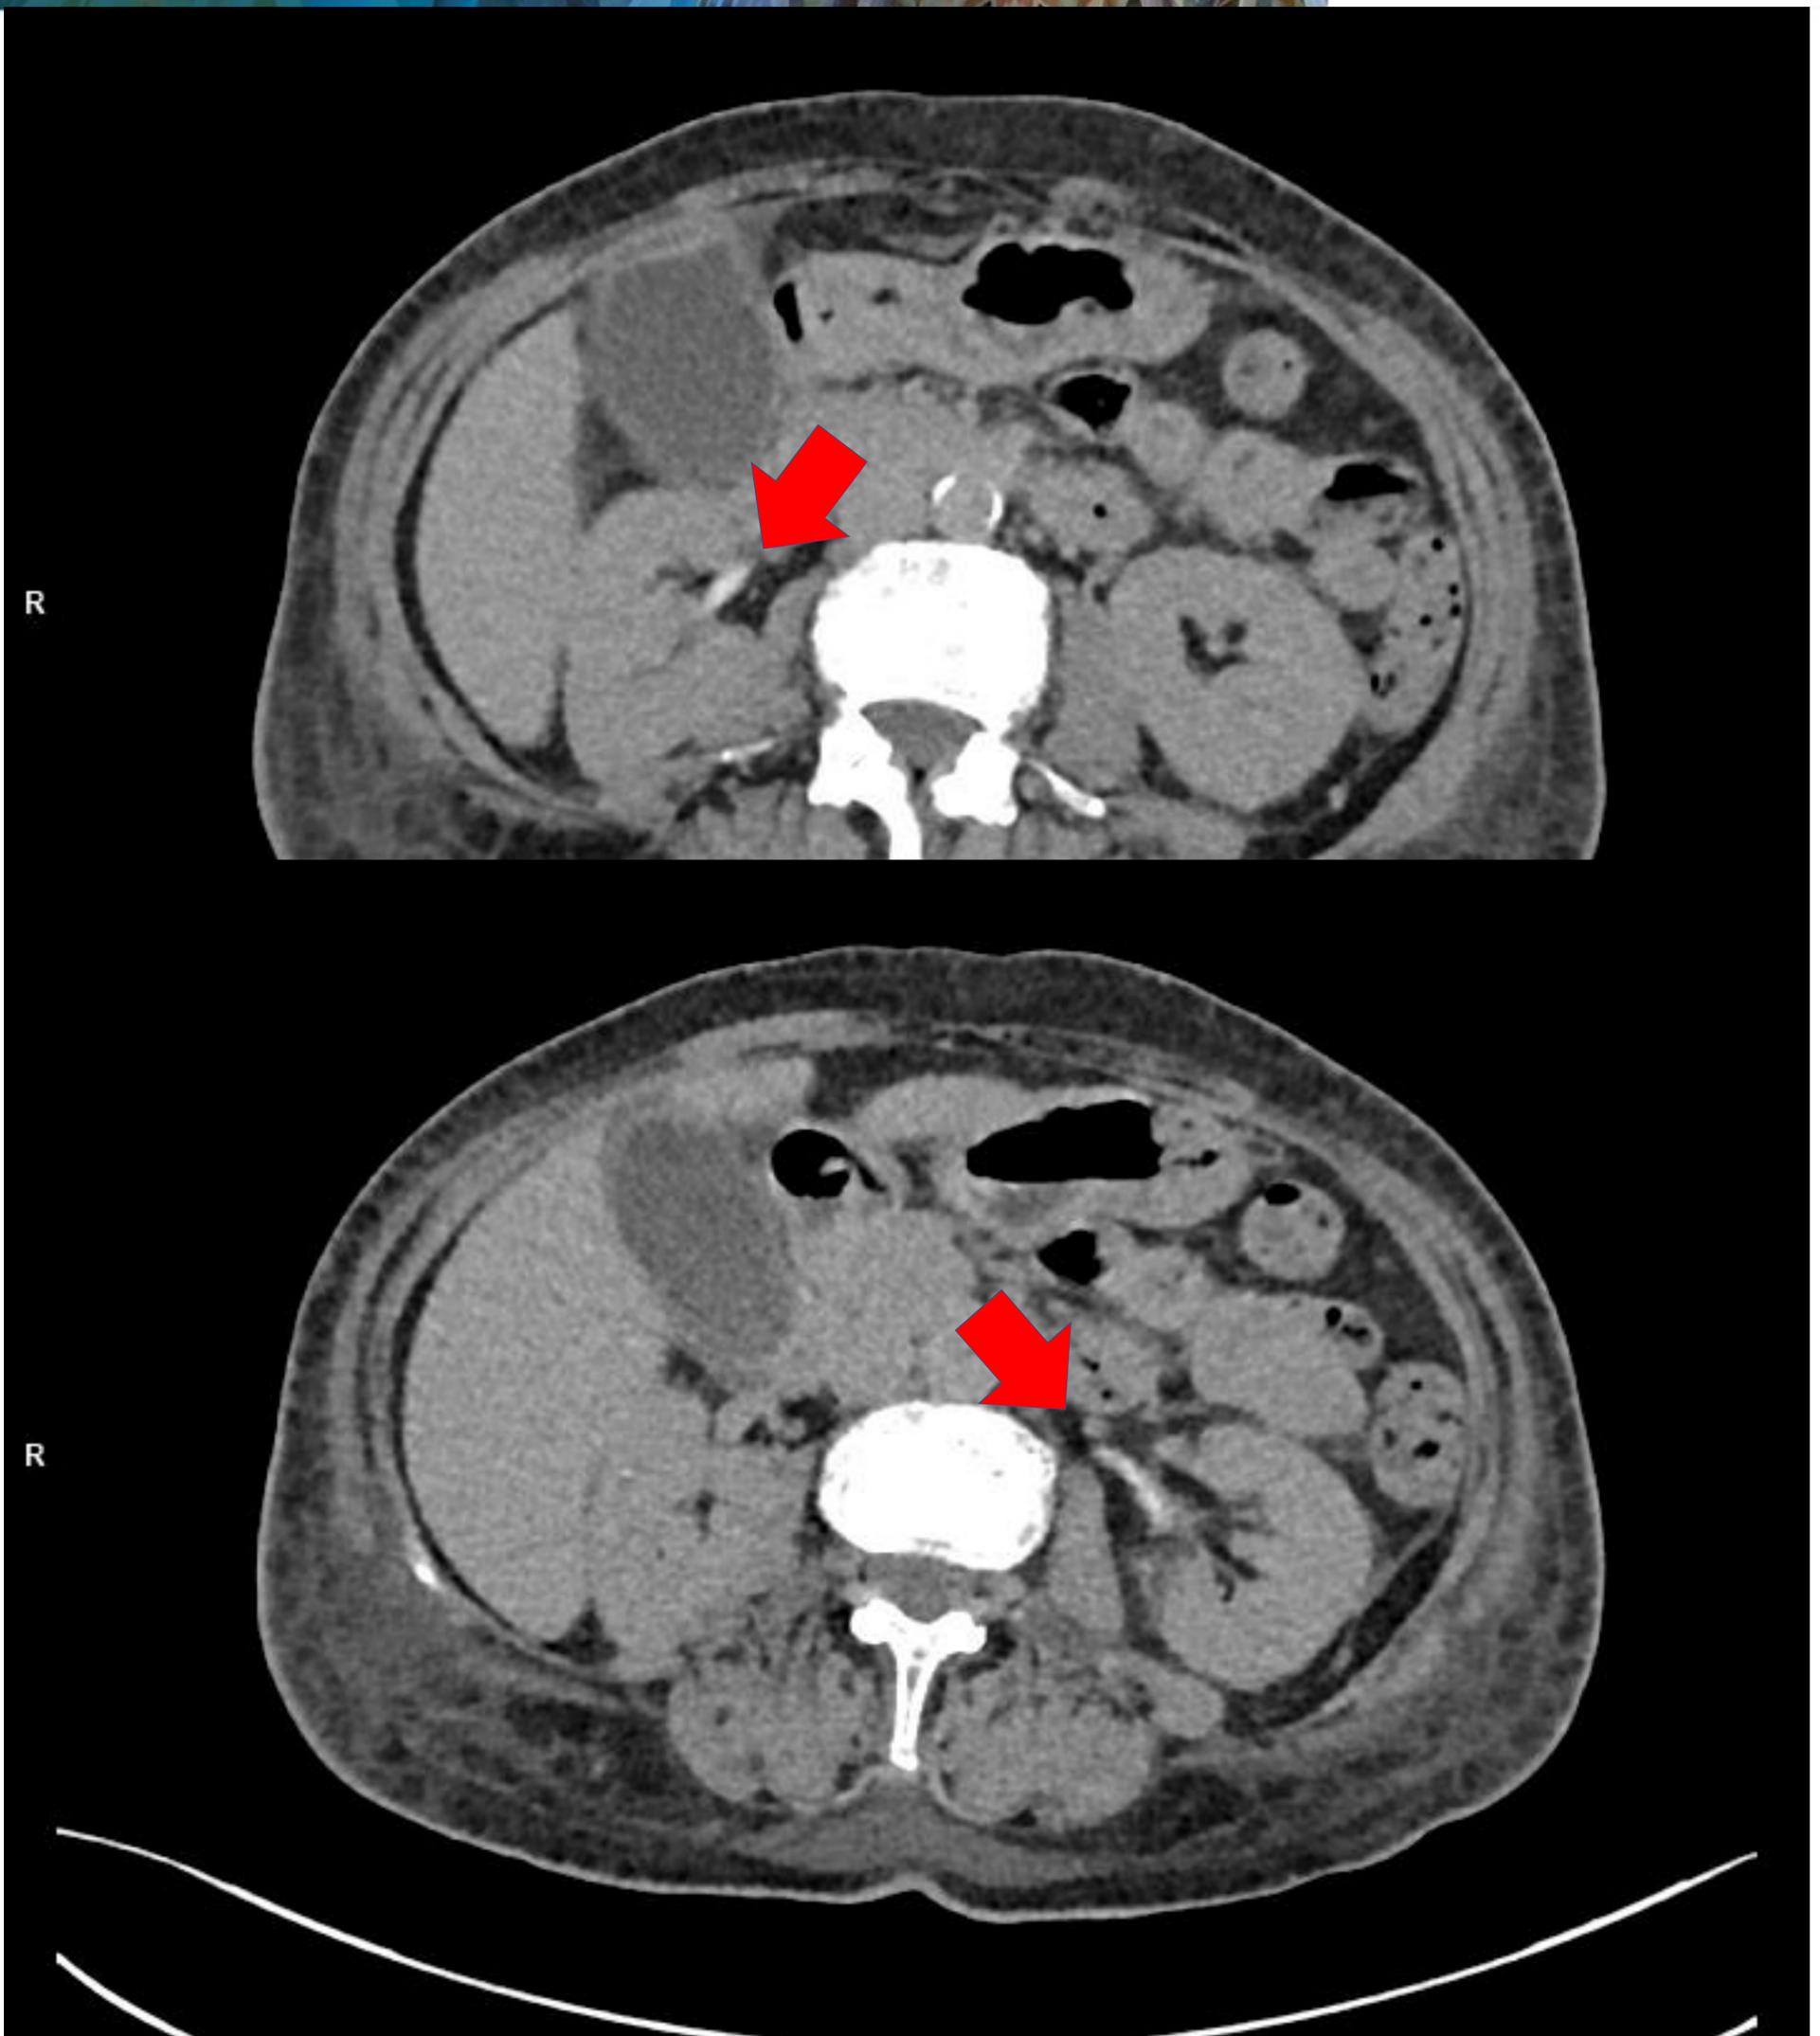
(TC basal sin contraste en cortes axiales). Ambas arterias renales (derecha e izquierda) se observan hiperatenuantes debido a la presencia de trombosis arterial aguda ("signo de la cuerda") bilateral renal.
